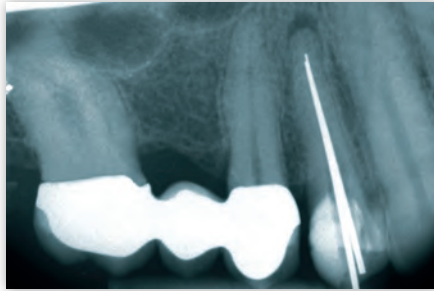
Röntgenmessaufnahme mit eingebrachten Silberstiften
